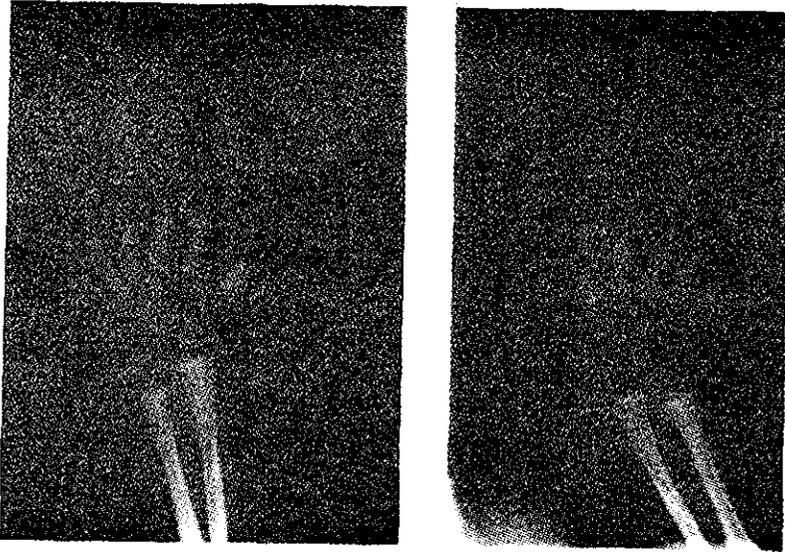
Radiografía de manos. Se observa polidactilia postaxial, fusion del 5to. metacarpiano con el metacarpiano supernumerario en la mano derecha, existe ensanchamiento de las falanges médias.
